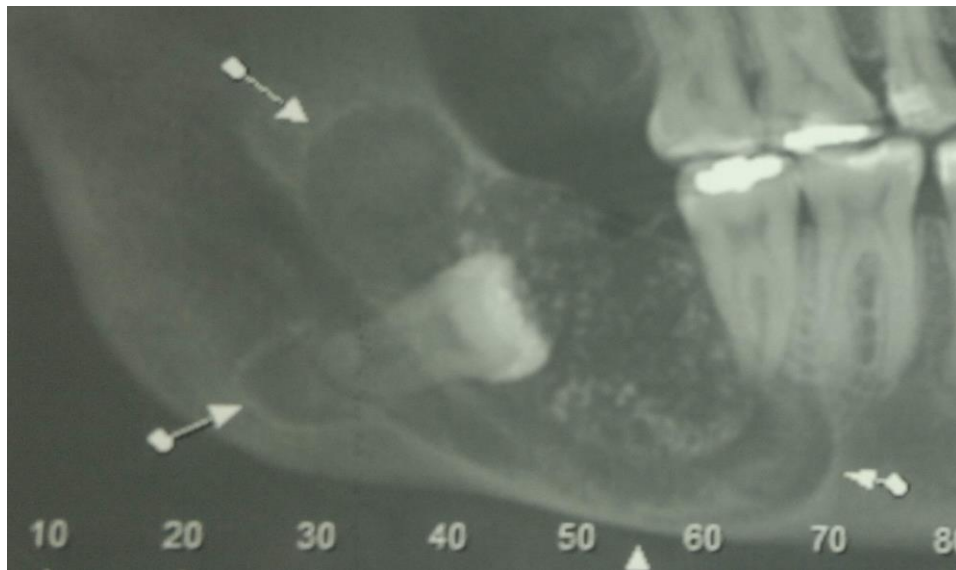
Tomografia Computadorizada de Mandíbula
